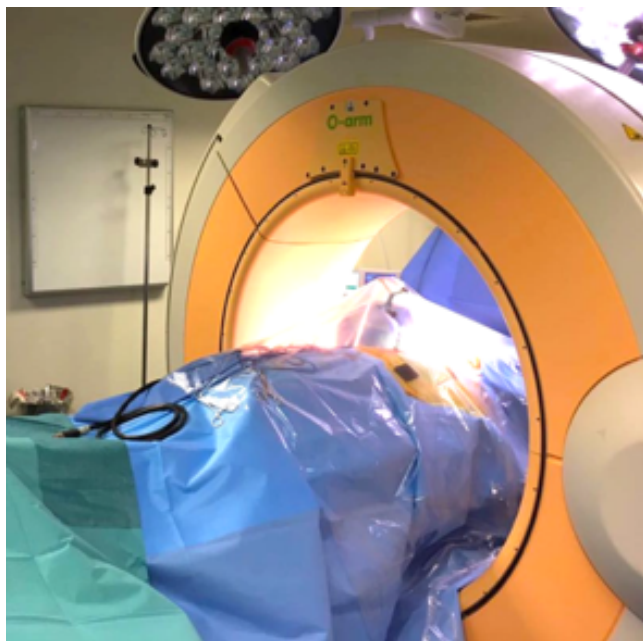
O-arm* obteniendo tomografía para navegación espinal.
